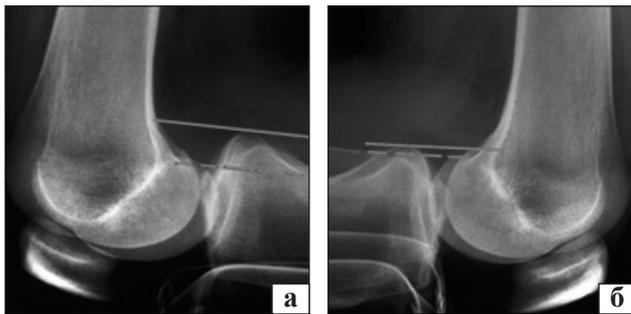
Рентгенографический стресс-тест коленного сустава для диагностики застарелого повреждения ЗКС (по Bartlett) с опорой на бугристость большеберцовой кости: а) повреждение ЗКС; б) здоровый коленный сустав
